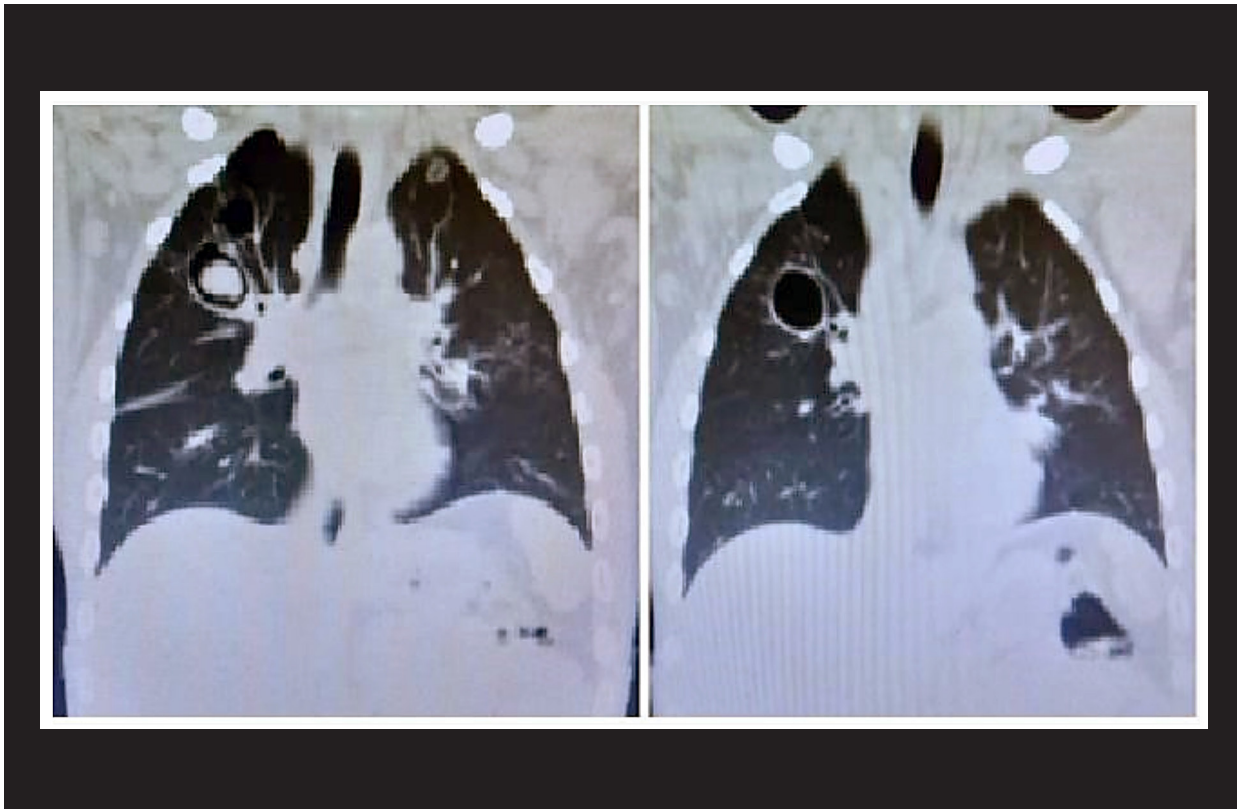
Se realiza tomografía de tórax de control luego de 14 días de anfotericina B, donde ya no se observa el patrón micronodulillar difuso de la figura 2.
